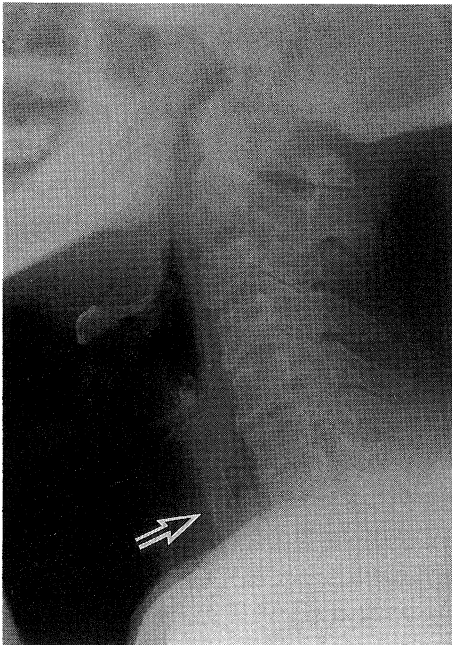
This case was a 65 year-old woman in whom a PTP was arrested in the cervical esophagus. On the lateral view of the cervical portion of a soft X-ray film, a tablet in the PTP was observed in the cervical esophagus. (arrow)
